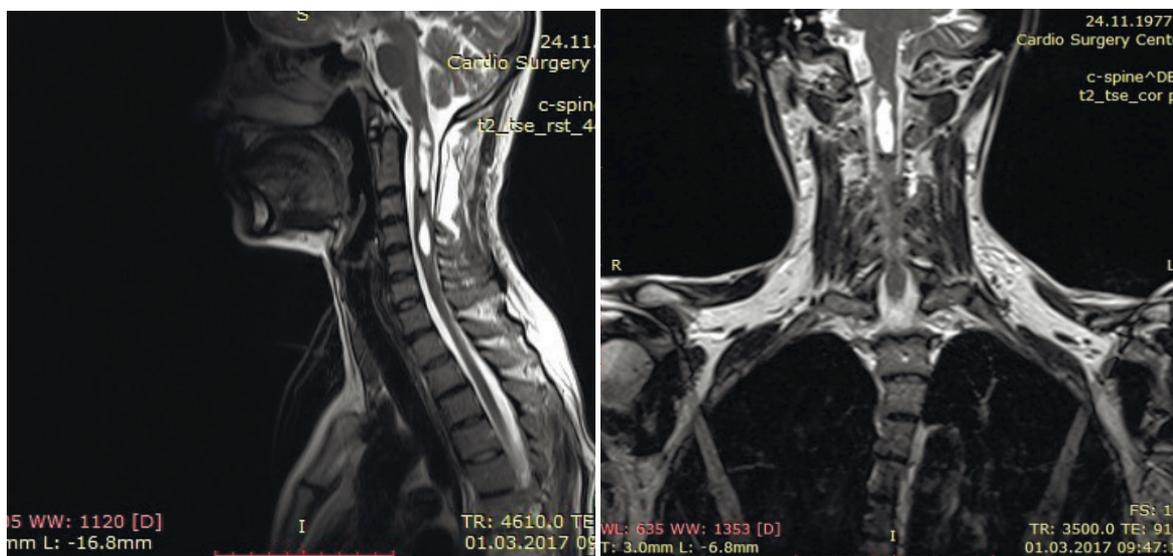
а, б. МРТ с контрастным усилением после удаления опухоли
